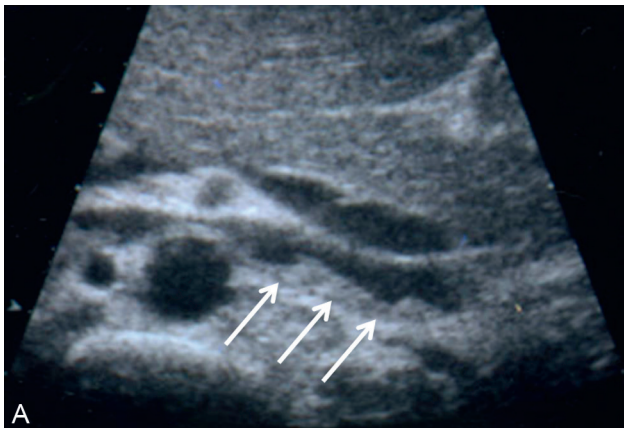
Thrombose de la veine rénale gauche en cours de reperméabilisation en mode B (A) et en mode Doppler (B).
